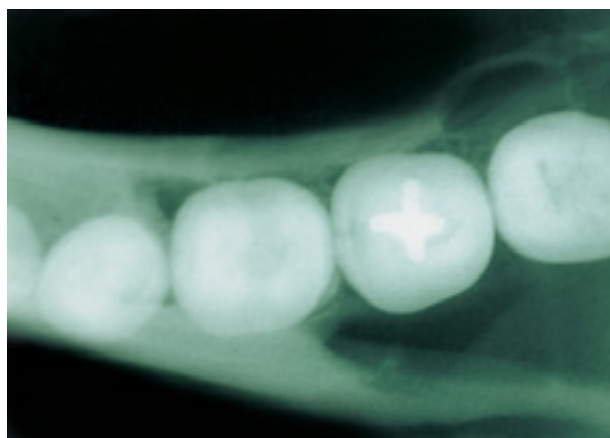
Radiografia oclusal: nota-se expansão da cortical lingual sem rompimento e ausência de deslocamento dental.
